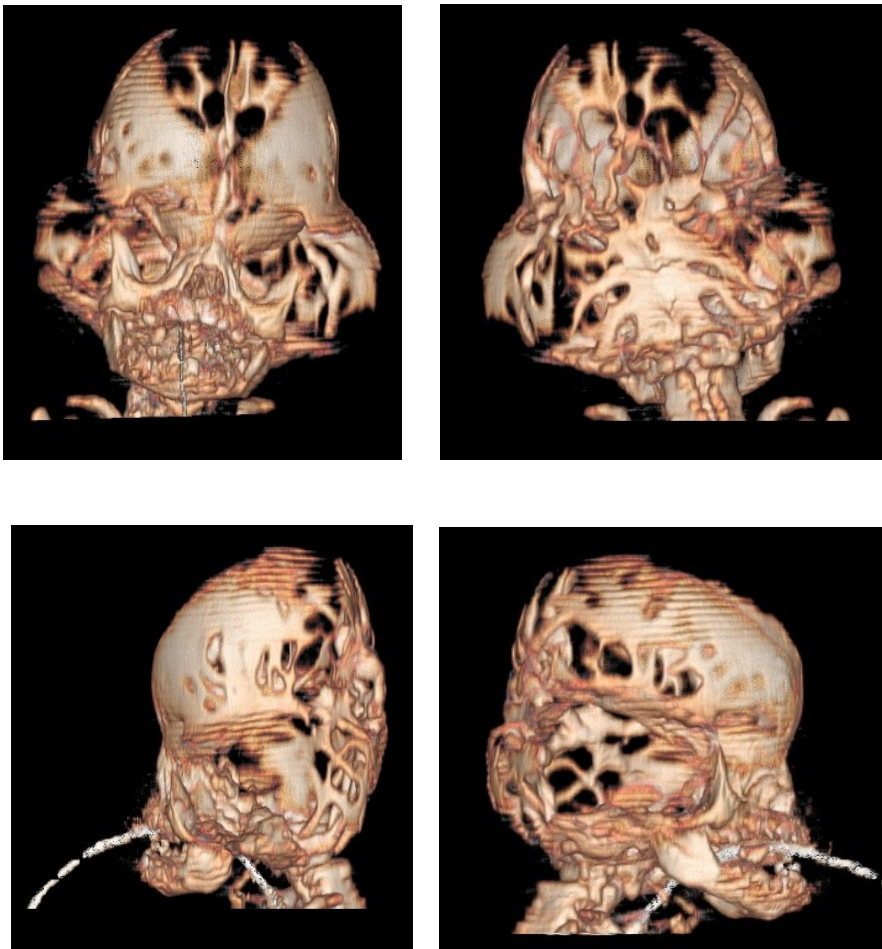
TDM Tridimensionnelle
